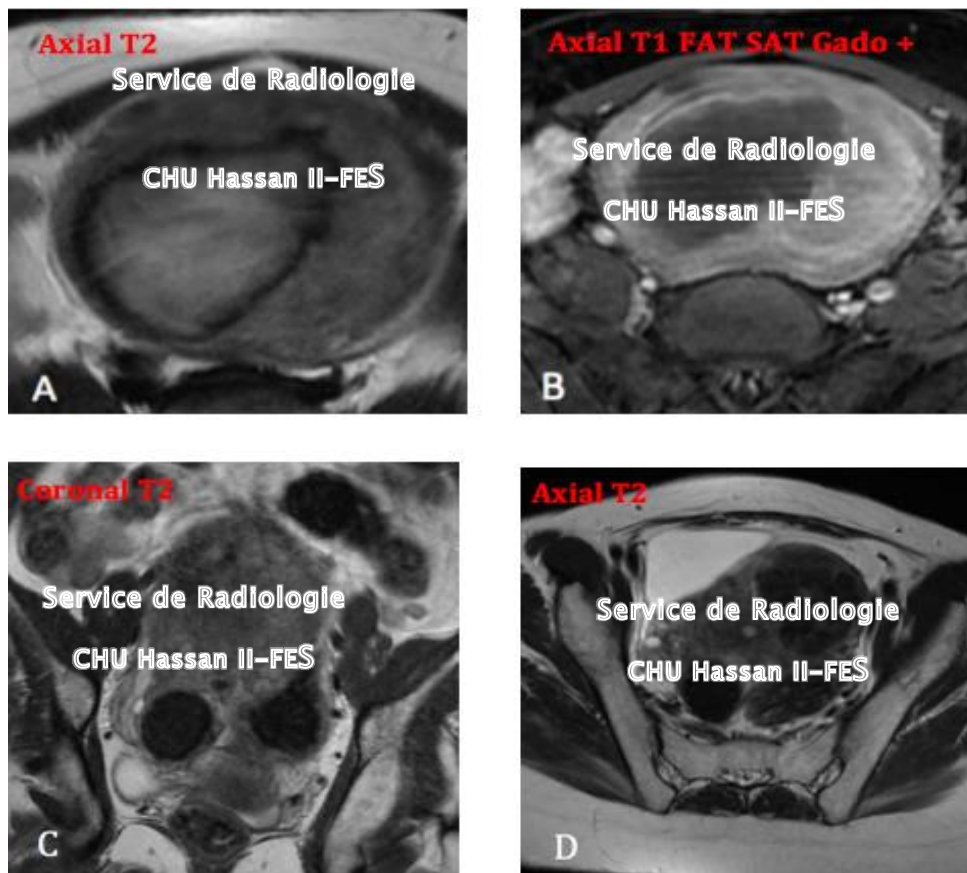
Coupes d'IRM montrant un utérus polyyomateux.
